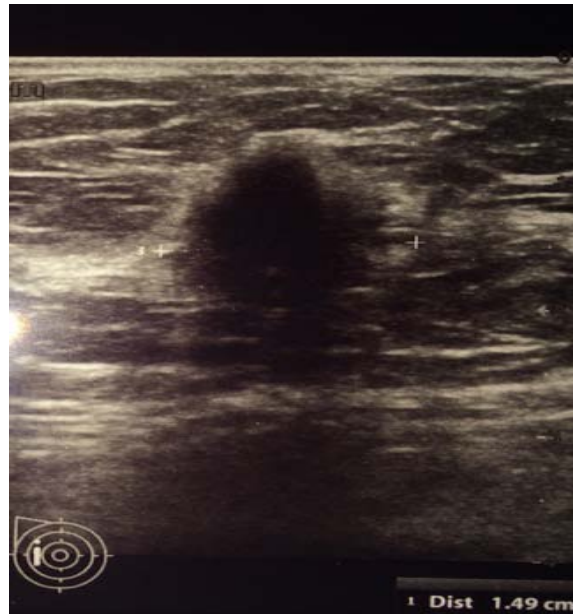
Image de nodule du sein suspect de contours irréguliers au niveau de jonction des quadrants externes à l'échographie, classé ACR 5
